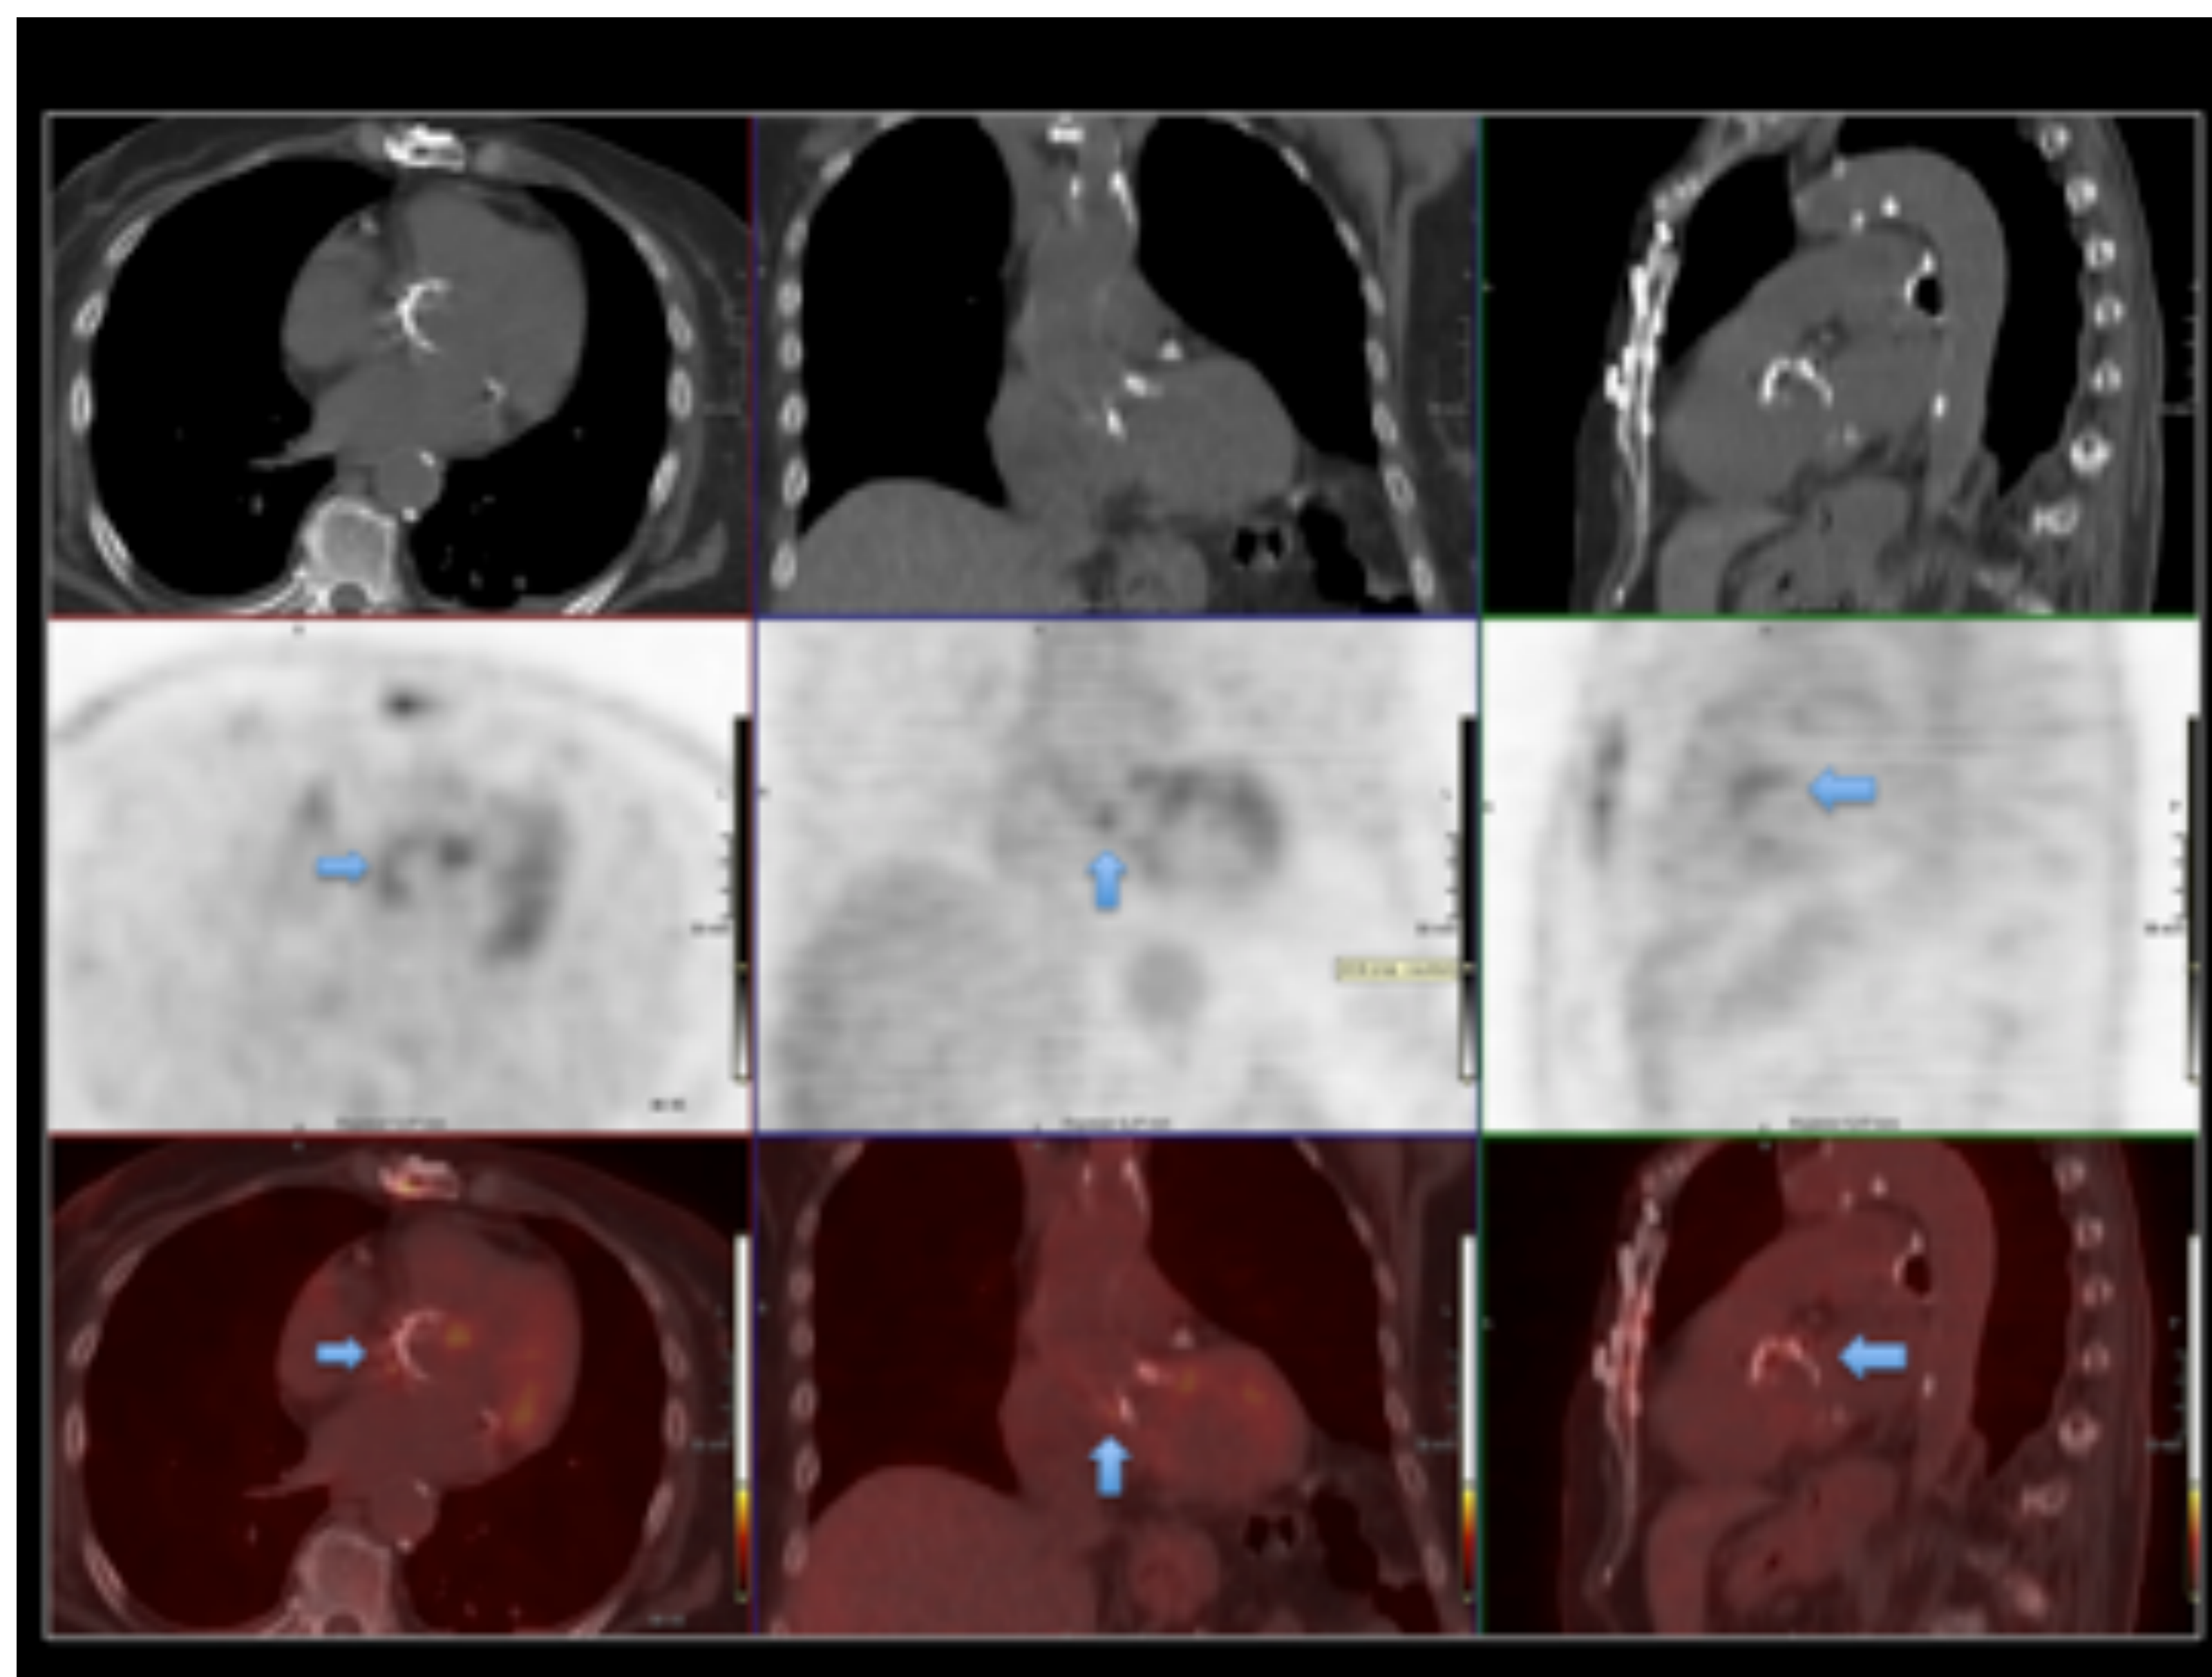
PET-TC. Endocarditis sobre válvula protésica aórtica. Aumento de captación de ^{18}F -FDG en la válvula protésica (flechas azules). Hospital Universitario Central de Asturias.
